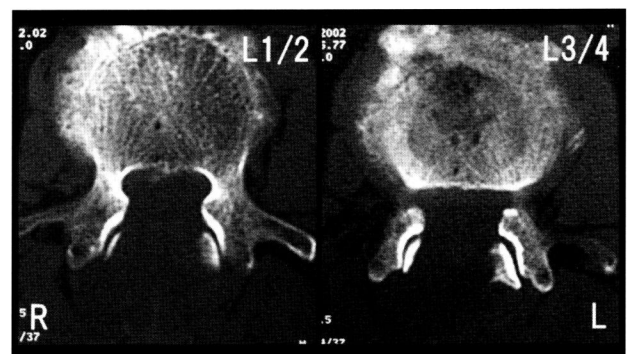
Postoperative CT scans (left: L1/2, right: L3/4) of patient 3 demonstrated adequate decompression and well preservation of facet joints.
